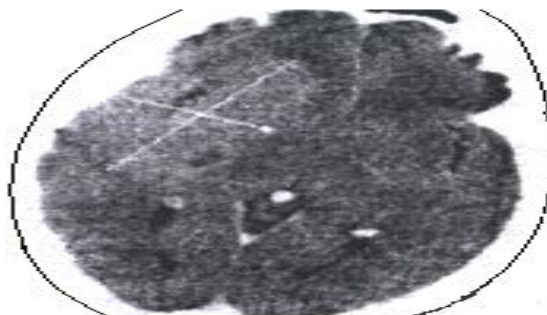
Компьютерная томограмма головного мозга. Слева хорошо просматривается обширное новообразование в височно-лобной доле.
